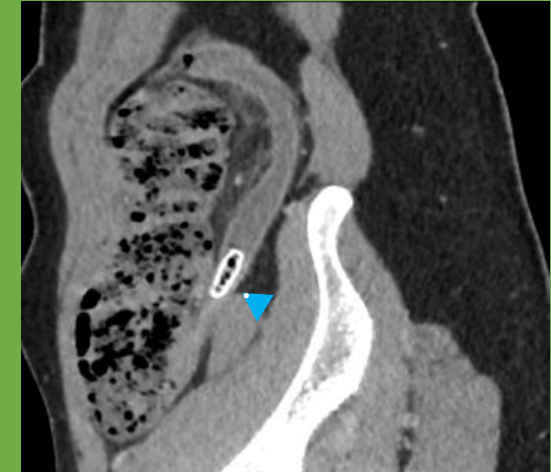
TC abdominal coronal oblicuo en reconstrucción multiplanar
